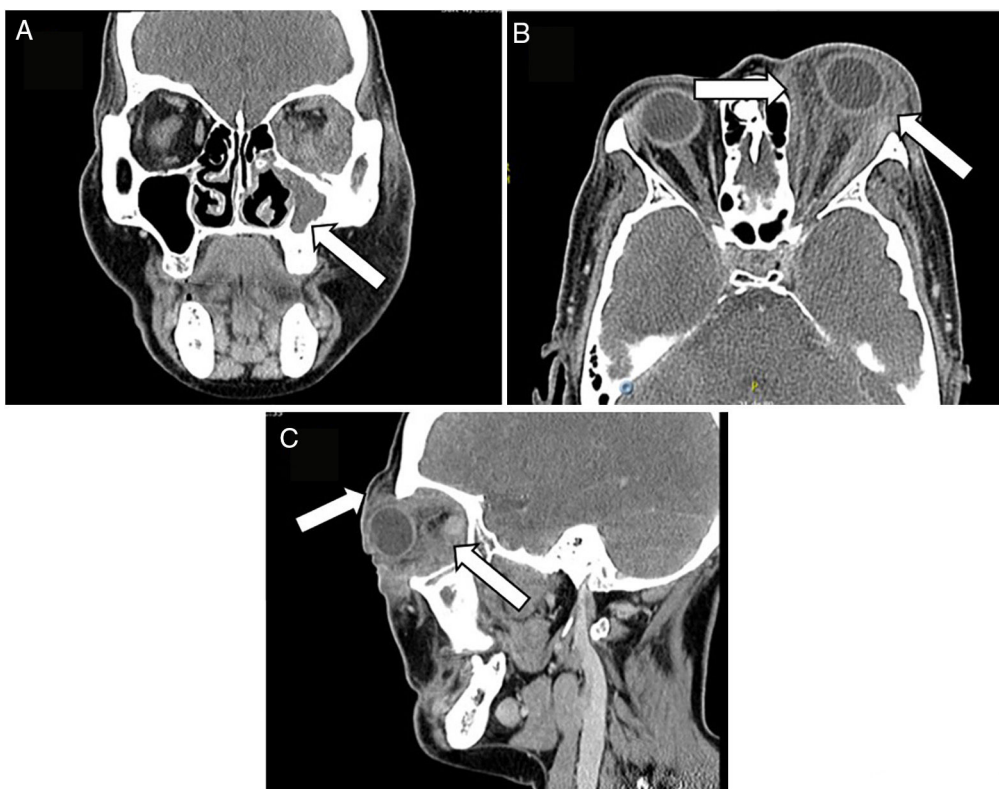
Tomografía axial computarizada de cara: A. Se observa ocupación completa del seno maxilar izquierdo con densidad de tejidos blandos, asociado a engrosamiento de la cortical ósea adyacente, relacionado con cambios inflamatorios crónicos. B y C. Alteración difusa de los tejidos blandos periorbitarios izquierdos, con aumento heterogéneo de la densidad en la porción pre- y postseptal, con extensión a los tejidos blandos intra- y extraconales, condicionando proptosis secundarias sin conformar una masa definida; dichos cambios inflamatorios se extienden hasta la región supraorbitaria, palpebral y malar ipsilateral sin evidencia de colecciones líquidas organizadas.
